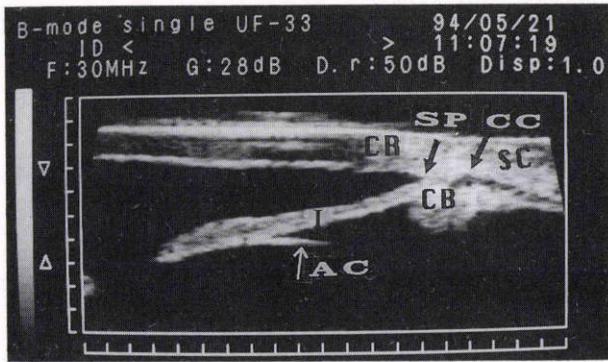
正常眼前眼部の超音波生体顕微鏡的(UBM)断層所見。
